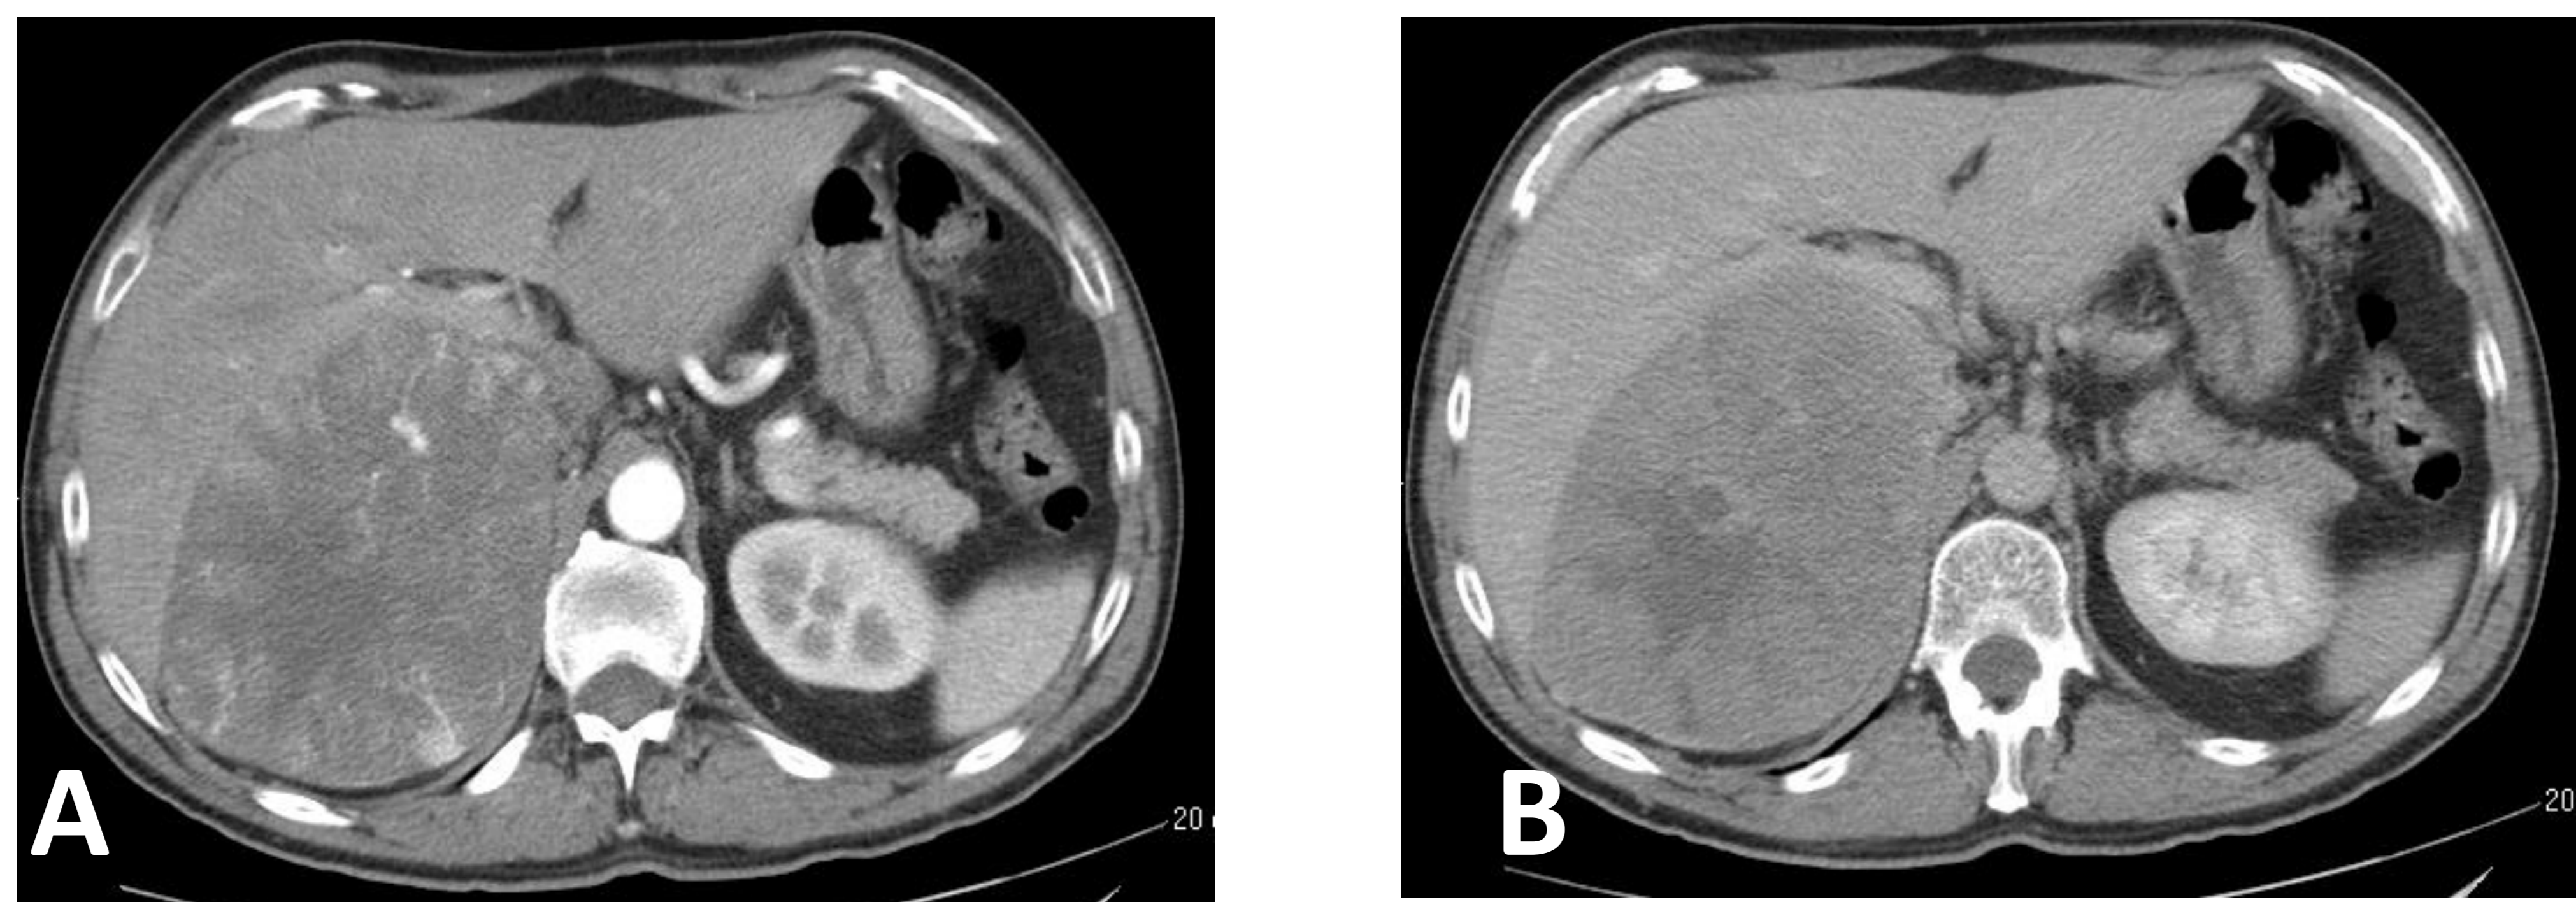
A) TC en fase arterial. B) TC en fase portal Gran masa suprarrenal derecha de bordes bien definidos, con realce heterogéneo y focos de intenso realce periférico. Diagnóstico AP: feocromocitoma.
